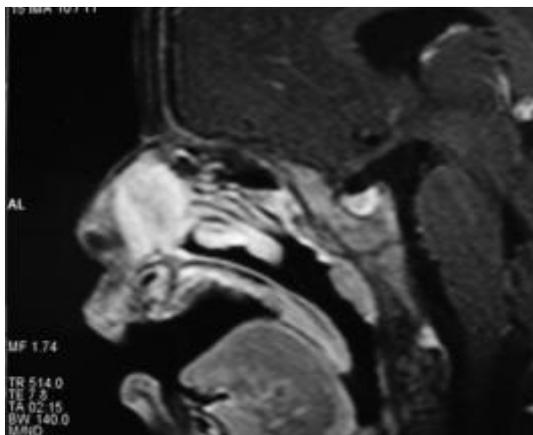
IRM en coupe sagittale en séquence pondérée T1 montrant un réhaussement intense après injection de gadolinium.
